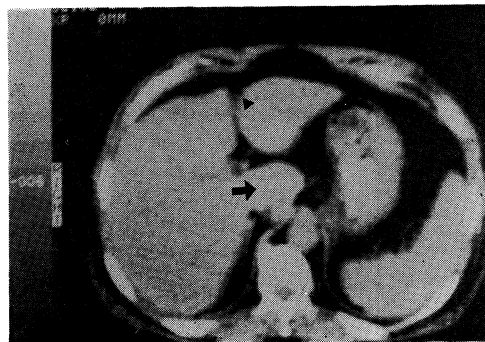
CT scan of normal liver at the level of xiphoid process. Caudate lobe (arrow) is seen between fissure for ligamentum venosum and inferior vena cava. Ligamentum teres (arrow-head) is also seen.
